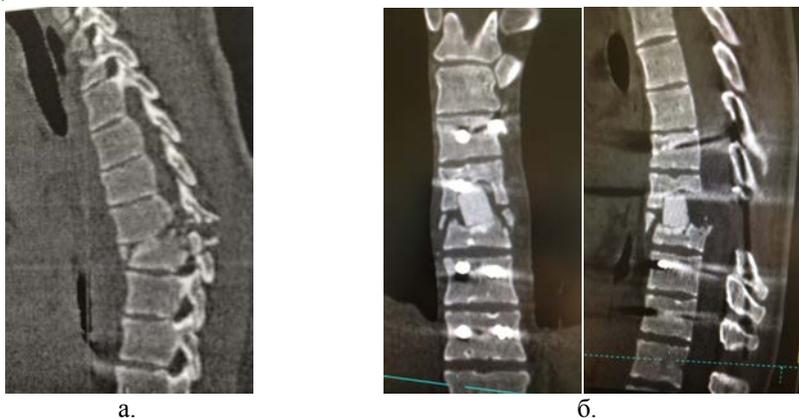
КТ больного С., 20 лет, с диагнозом: Осложненный перелом тела Д10 до операции (а.) и после операции заднего межтелового спондилодеза с использованием УНИ (указано стрелкой) и через 2 месяца после операции (б.).
